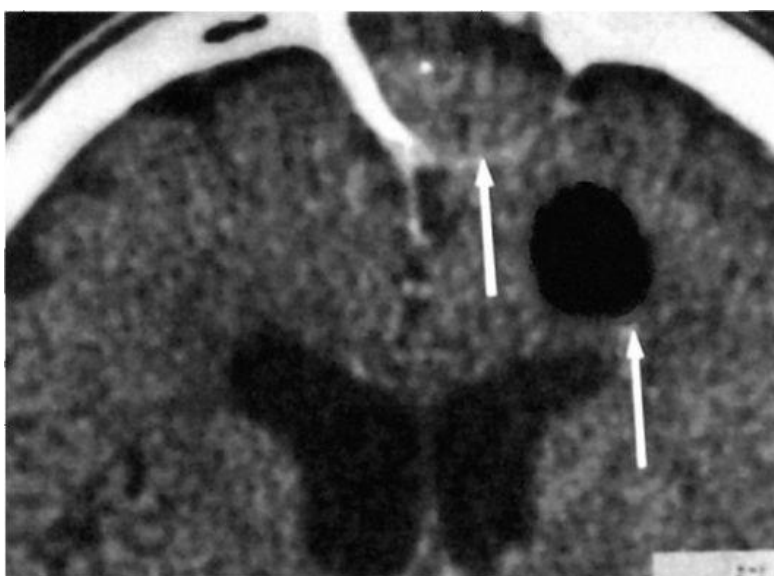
Компьютерная томограмма. Риногенный абсцесс в лобной доле головного мозга (дефект задней стенки лобной пазухи, субпериостальный абсцесс в области передней стенки лобной пазухи)
